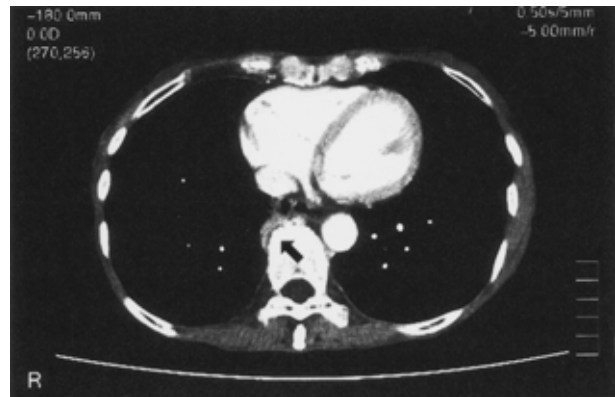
Chest CT on admission showing a crescent-shaped density on the 10th vertebral body.
